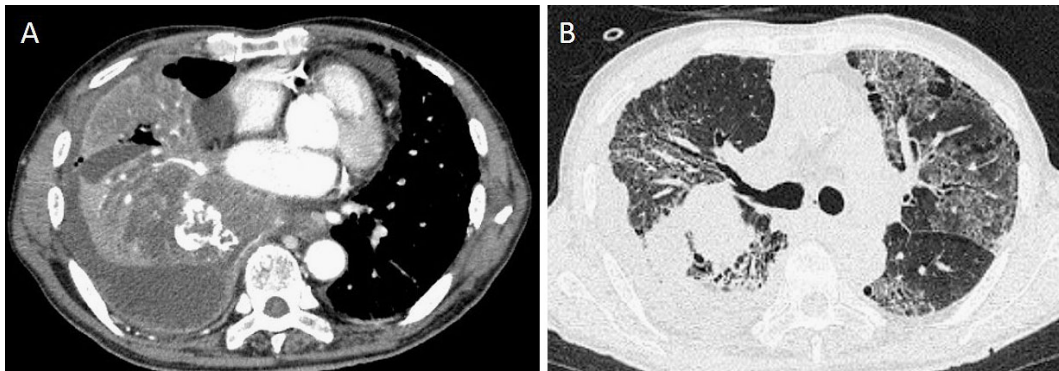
Chest CT at the time of acute respiratory failure showed a progressive tumor in the mediastinal window (A), widespread ground-glass attenuation with interlobular septal thickening in the bilateral lung fields in the lung window (B).
